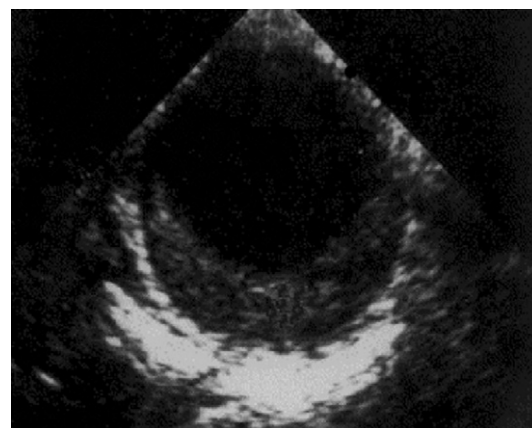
Hématome intramural de l'aorte de type B se traduisant en échographie transœsophagienne par un épaississement arciforme, régulier et échogène de la paroi aortique.
